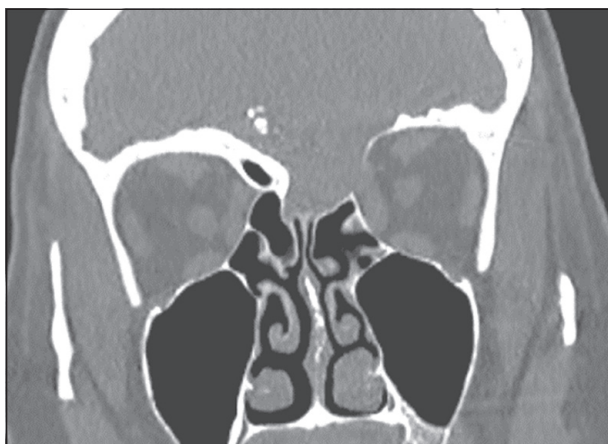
Tomografía computarizada de cavidades paranasales. Masa intracraneal extraaxial hiperdensa en fosa craneal anterior de 7,5 cm en relación con probable meningioma con lesión de lámina papirácea.
